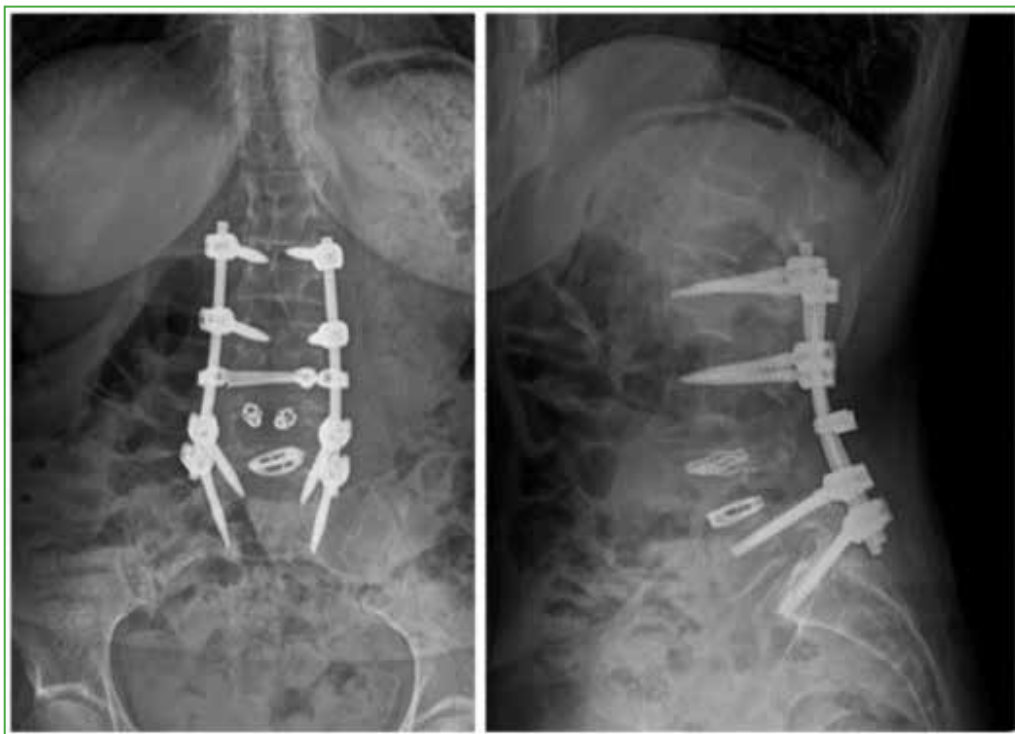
Radiografías anteroposterior y lateral de la región lumbosacra, control posoperatorio. Instrumentación de L2-S1.
